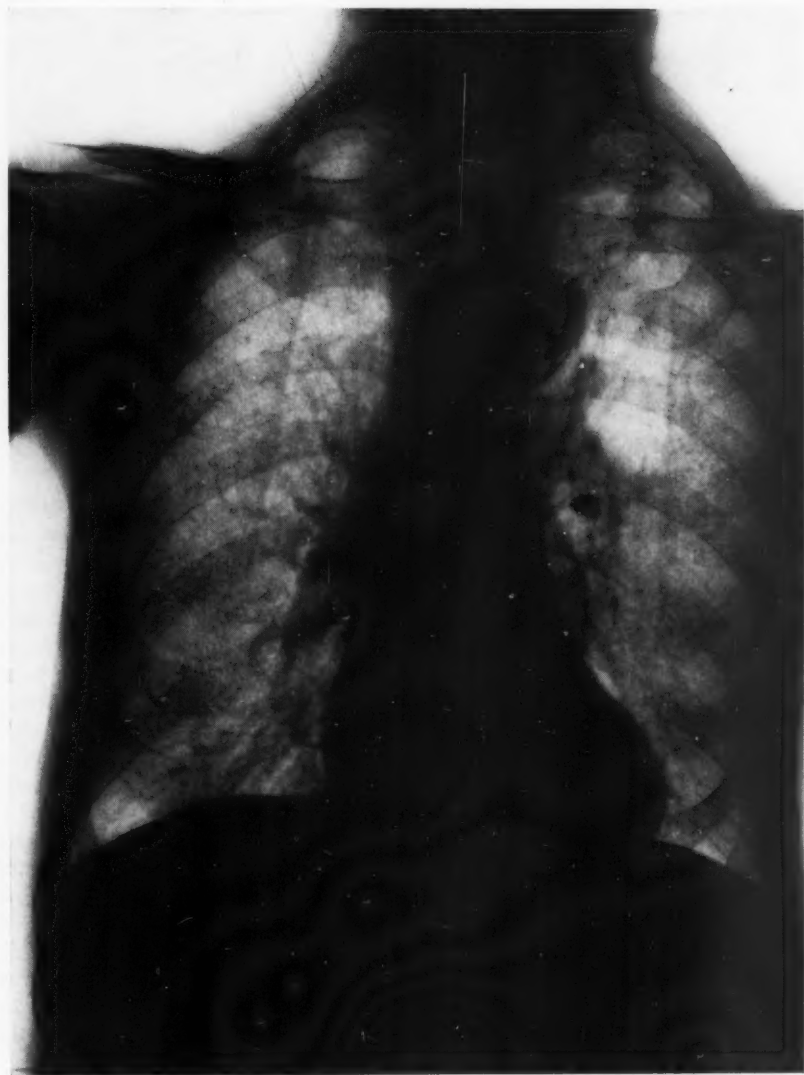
Radiographie thoracique de M. J. (78 ans) : dilatation de l'aorte et de l'artère pulmonaire ; athérome aortique ; sclérose pulmonaire.
